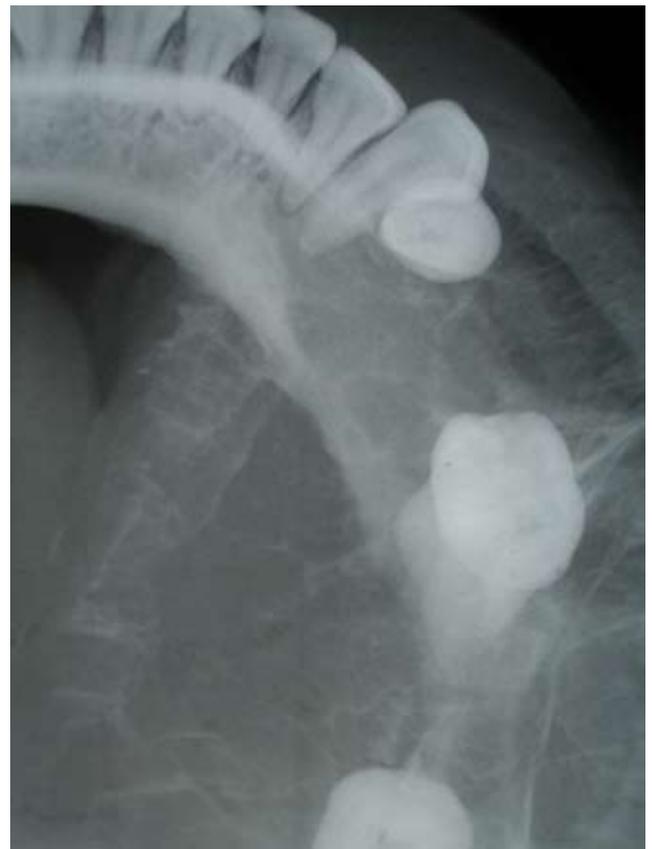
Radiografía Oclusal con tablas óseas expandidas adelgazadas y discontinuas
